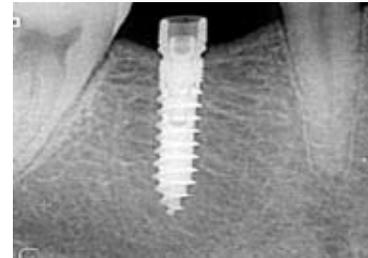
Röntgen-Kontrollbild 46.
